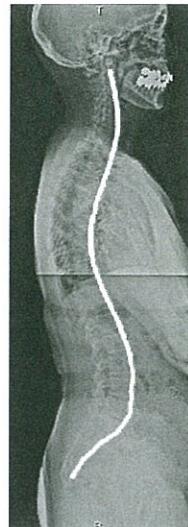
全脊柱側面レントゲン画像(全脊柱側面X線像)
